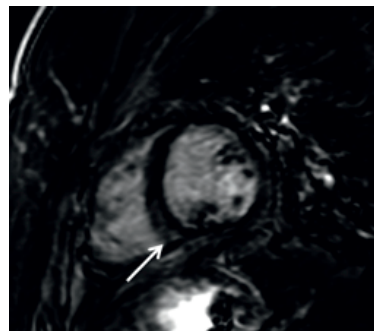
Imagem de ressonância magnética cardíaca obtida pela sequência de realce tardio, no plano de curto-eixo ventricular, revelando lesão miocárdica médio-mural ao nível do septo interventricular inferior (seta), compatível com envolvimento por sarcoidose.
